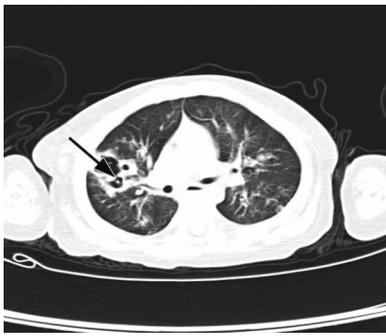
例 2 入院第 22 天肺 CT 扫描结果 双肺上叶及右肺中叶外侧段多发片影及数个厚壁空洞, 可见新月征。
